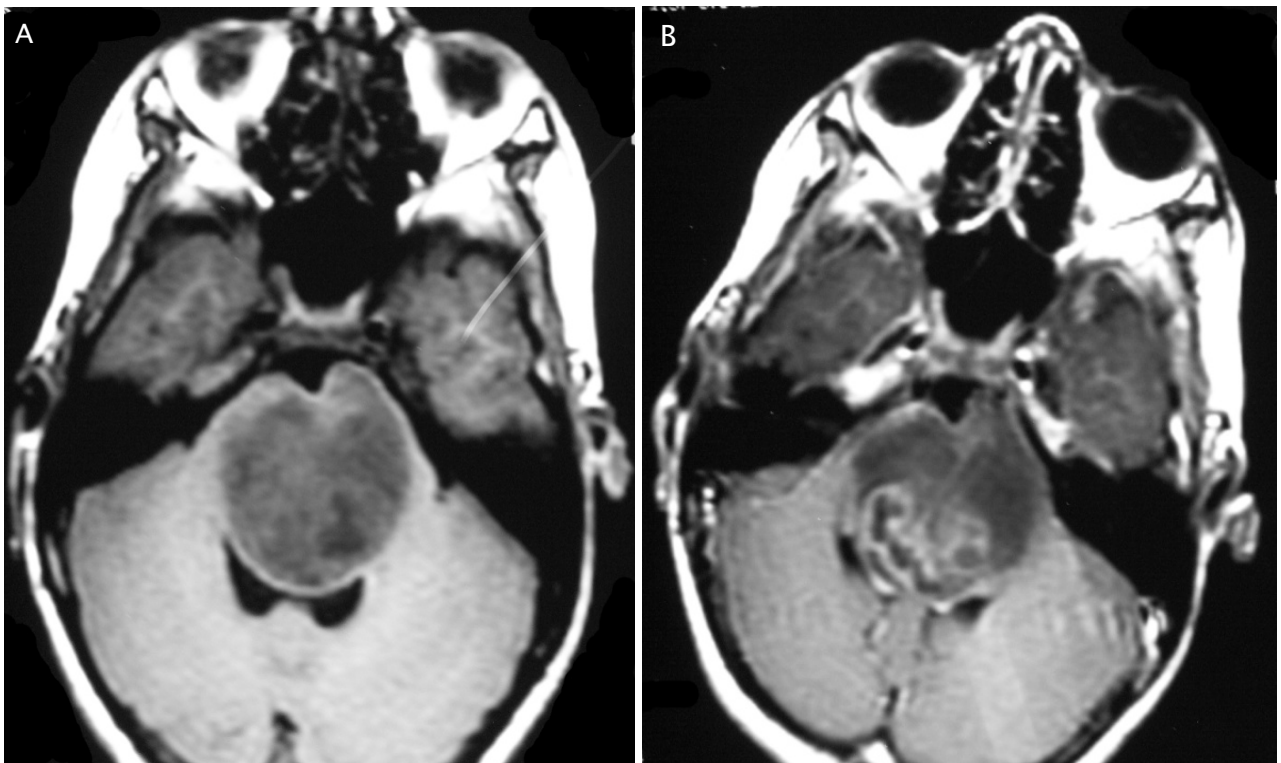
IRM en coupe axiale en séquence T1 injectée (A) et non injectée (B) : masse bien limitée élargissant le tronc cérébral, en hyposignal hétérogène T1, rehaussée de façon hétérogène délimitant des zones de nécrose et responsable d'une compression du 4^{ème} ventricule : Gliome.
